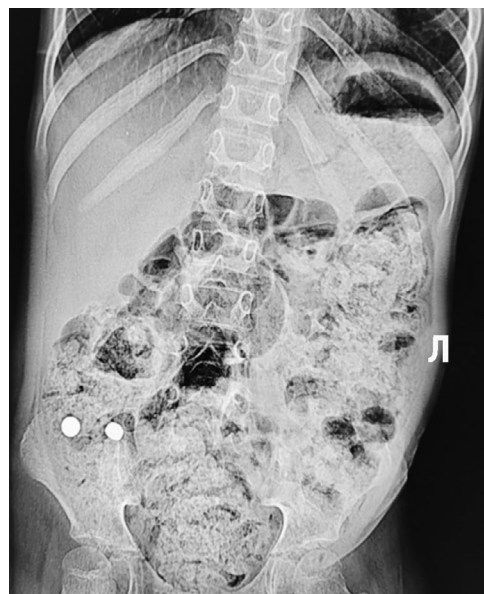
Обзорная рентгенография брюшной полости с контрастными инородными телами в желудочно-кишечном тракте: Л — левая сторона (рентгенологи ставят); 2 круглые тени — батарейки.
